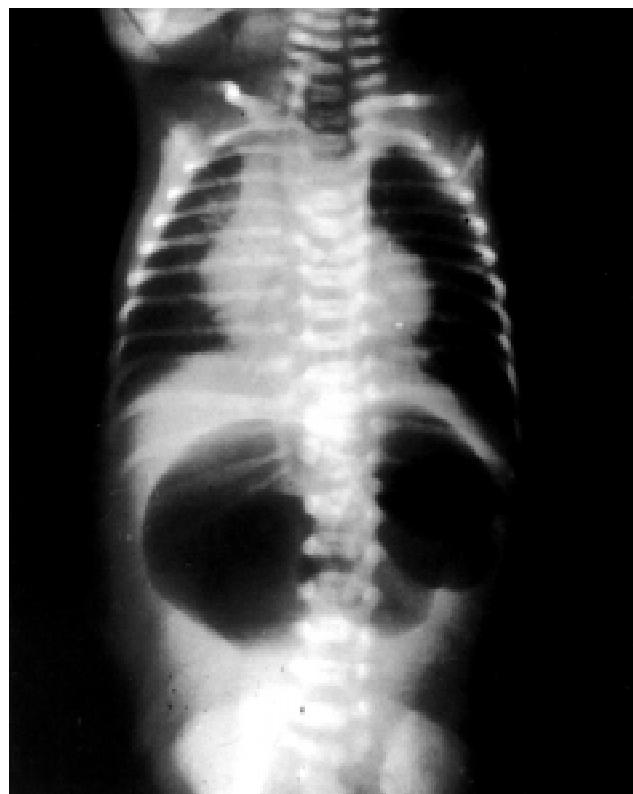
Radiografía de la columna vertebral que muestra alteración en la segmentación de las vértebras lumbares y torácicas.
